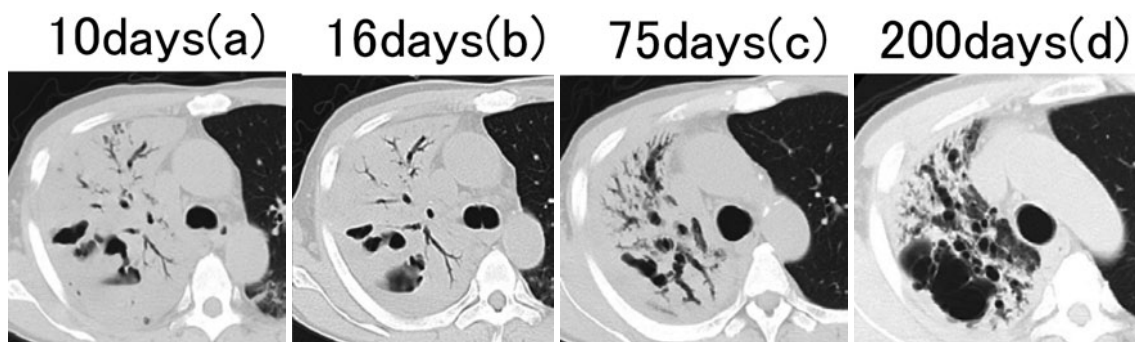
(a) Chest computed tomography (CT) 10 days after admission showing right cavitary pneumonia with air-fluid level. (b) Chest CT 16 days after admission showed that the right cavity was downsized. (c) Chest CT 75 days after admission showed that the right cavity had almost faded away and that bronchial dilatation had made an appearance. (d) Chest CT 200 days after admission showed that the right pneumonia had become organized and that pneumatocele had made an appearance.
